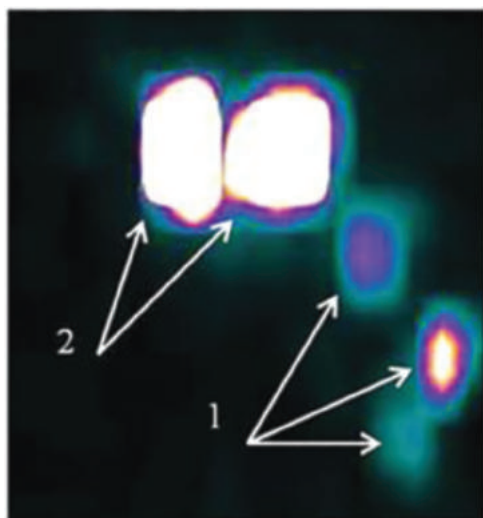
Томосцинтиграмма больной раком гортани: 1 – накопление радиофармпрепарата в проекции лимфатических узлов шеи слева ($n = 3$); 2 – место инъекции
